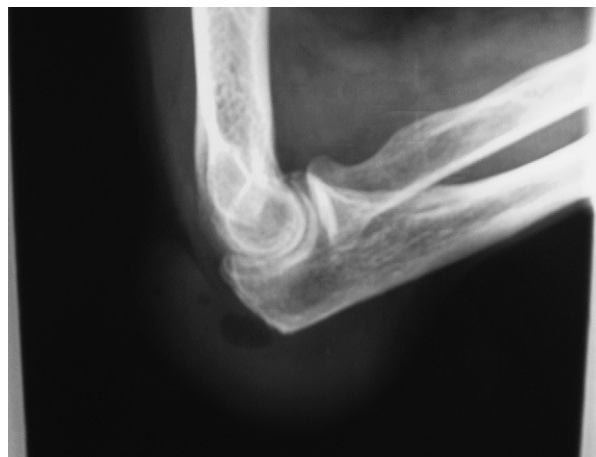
Radiografía lateral del codo.
